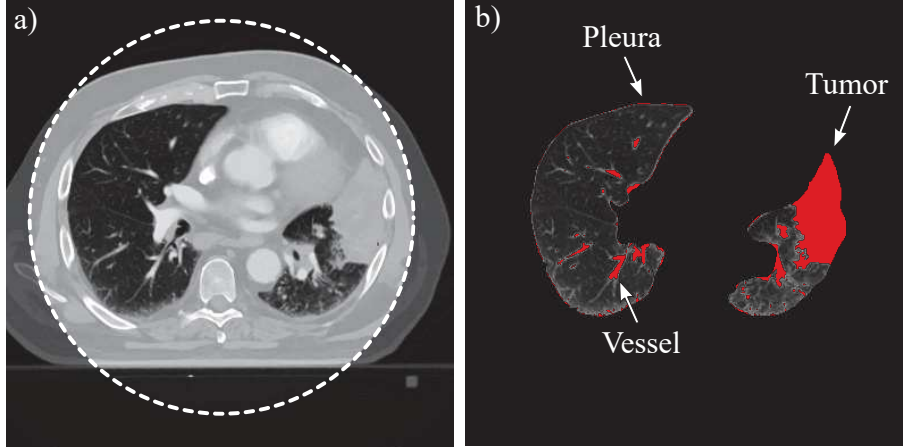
Example for a mixed CT image (patient 4), where the area not contributing to the lung function is segmented by thresholding ($\tau = -250$ HU). (a) Mixed CT image, where the dashed circle contains the area available for a DECT analysis due to the FOV limitation; (b) Segmented regions are in red, with arrows pointing at specific structures.
